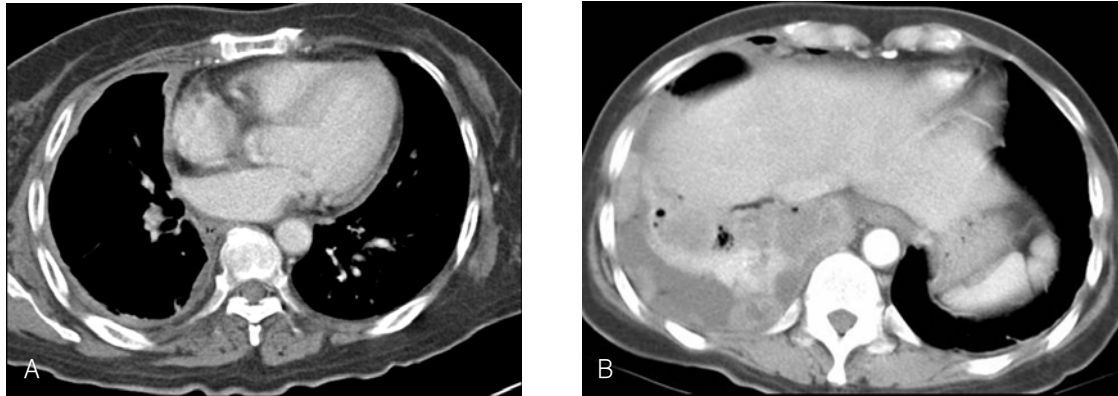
Two patients with a metastatic pleural effusion. Chest CT show circumferential thickening of the right pleura including the mediastinal pleura (A) and discontinuous, nodular pleural thickening and pleural effusion in the right hemithorax (B).
